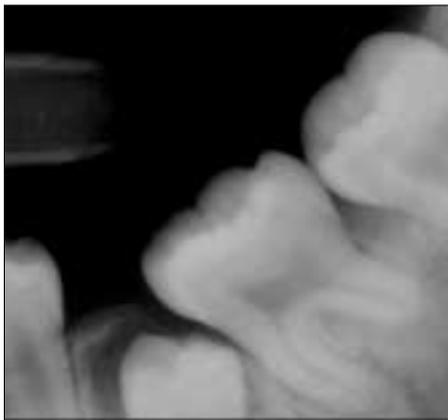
Periapical radiograph after surgical opening. Eruptive path was maintained with surgical pack.
